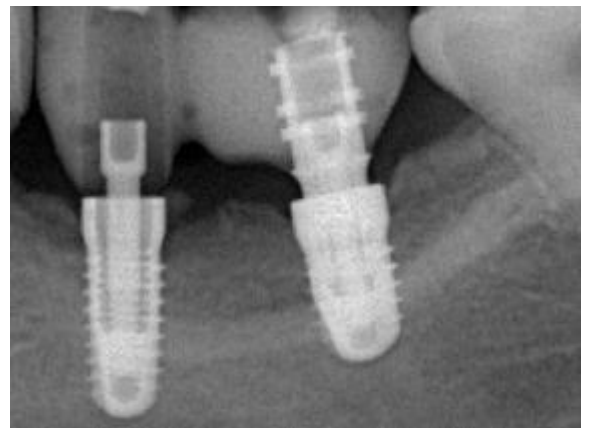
Six-month follow-up radiograph shows implants restored with a long-term provision for progressive bone loading. A potential small bone sequestration is noticeable distal to the implant in the region of the left lower second bicuspid.
